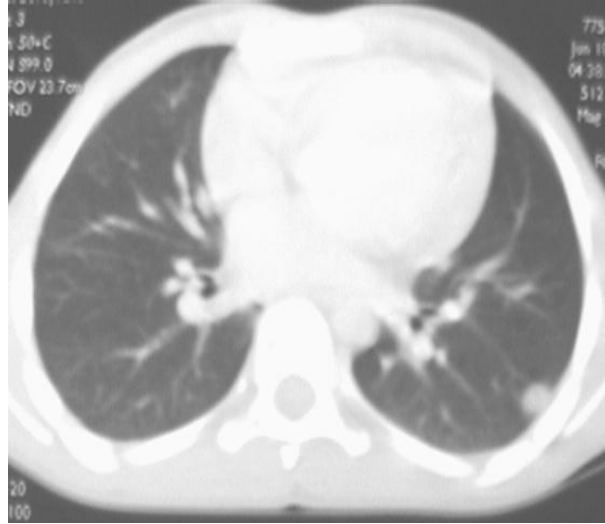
TDM thoracique coupe axiale en fenêtre parenchymateuse montrant un nodule sous pleural gauche.
